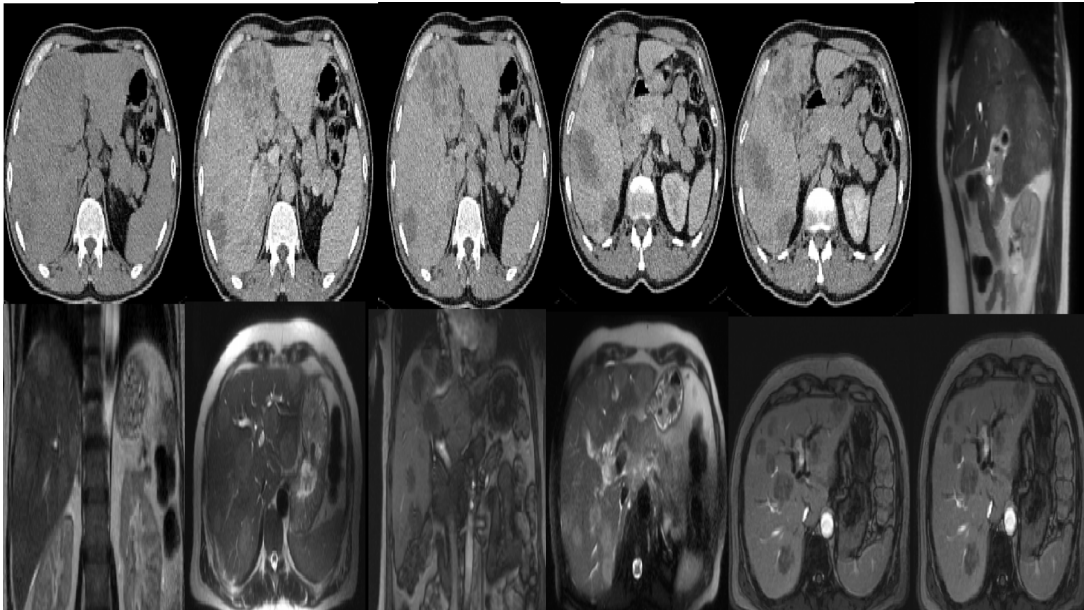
Figura nr: 13; mazhe të metastazave të mëlçia me CT dhe MRI
